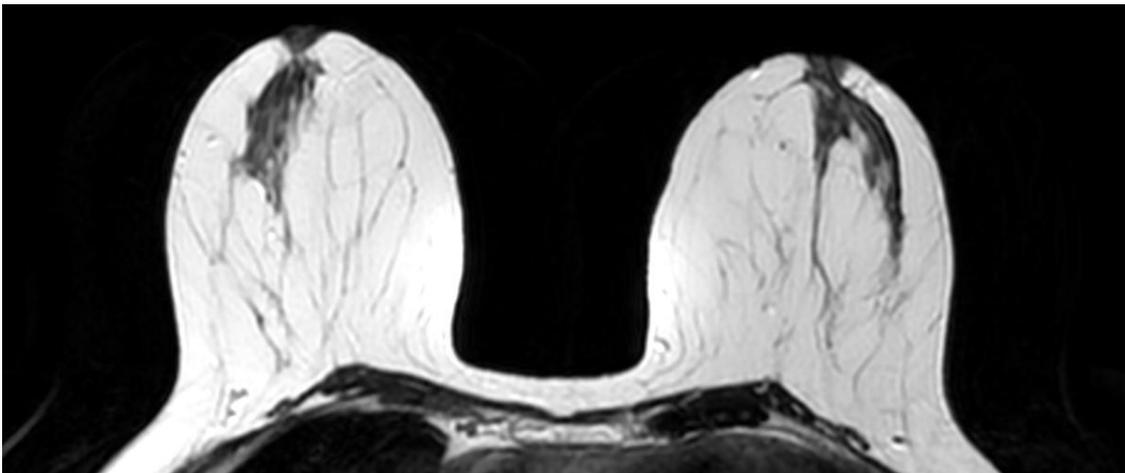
RM mamaria en corte axial secuencia ponderada en T2.
